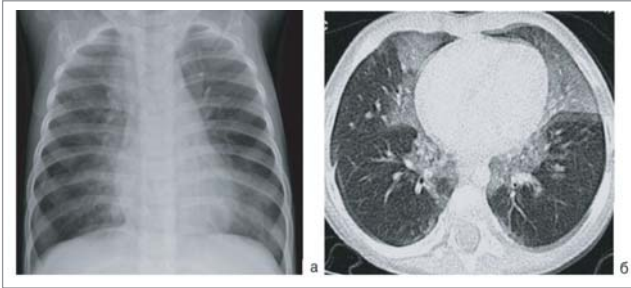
На рентгенограмме — сочетание гиперпневматоза одних участков со снижением пневматизации других. На КТ — участки «матового стекла» сочетаются с гиперпневматозом на остальном протяжении
